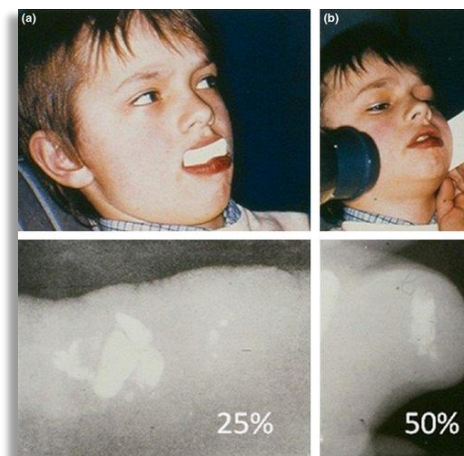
Examen radiografic. Depistarea corpurilor străine încorporate într-o leziune penetrantă a buzelor [3]
